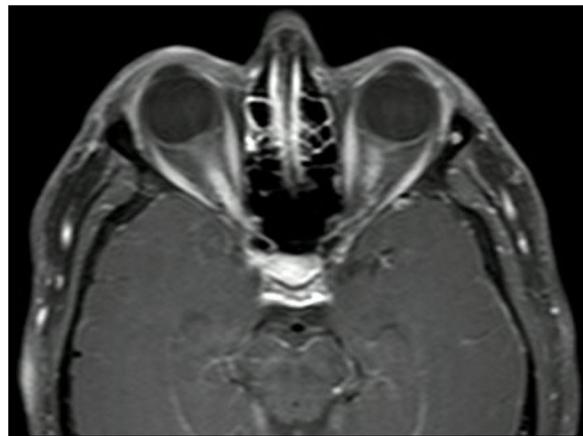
Neuritis óptica bilateral longitudinalmente extensa. Resonancia magnética con gadolinio en corte axial que muestra extenso realce del nervio óptico bilateral.
